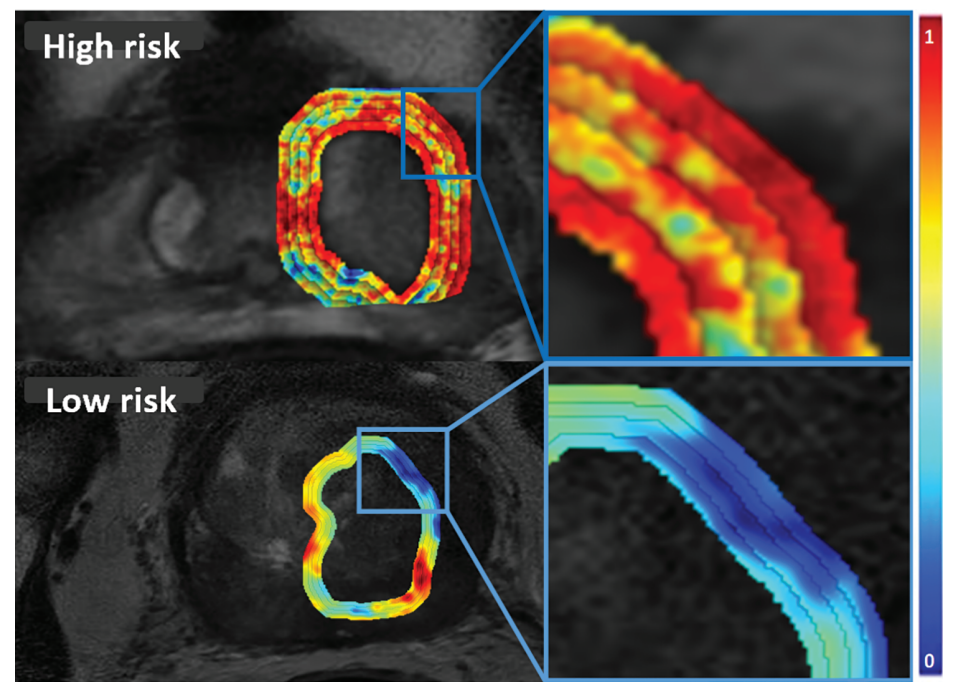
Mapas de características radiómicas superpuestos en la región peritumoral de las lesiones de cáncer de próstata en T2W de Resonancia magnética que muestra heterogeneidad diferencial capturada entre lesiones de bajo y alto riesgo según lo definido por el Criterios D'Amico.
